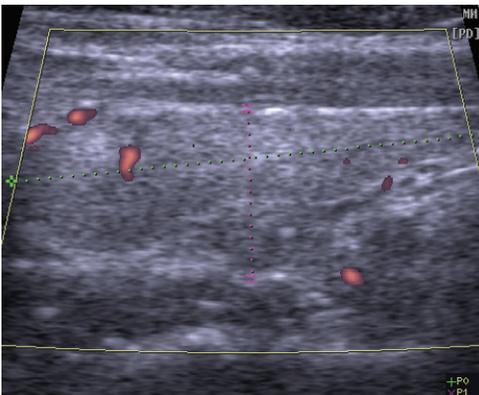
Пациентка А., 43 г., УЗИ (правая доля, продольная проекция, ЭДК). Оптимальное напряжение кровотока.
